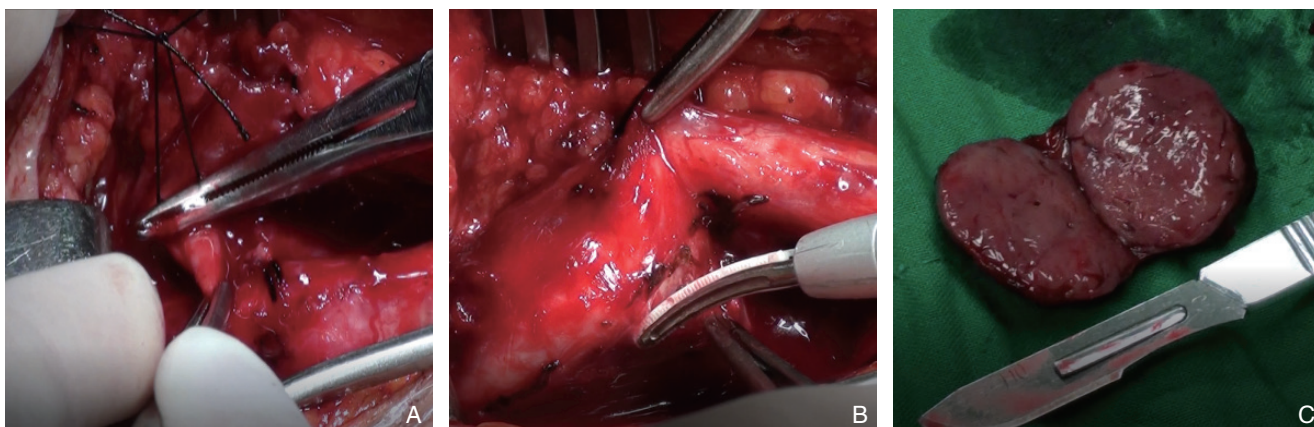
术中图片 A: 离断颈外动脉; B: 使用超声刀剥离瘤体; C: 完整切除的CBT
